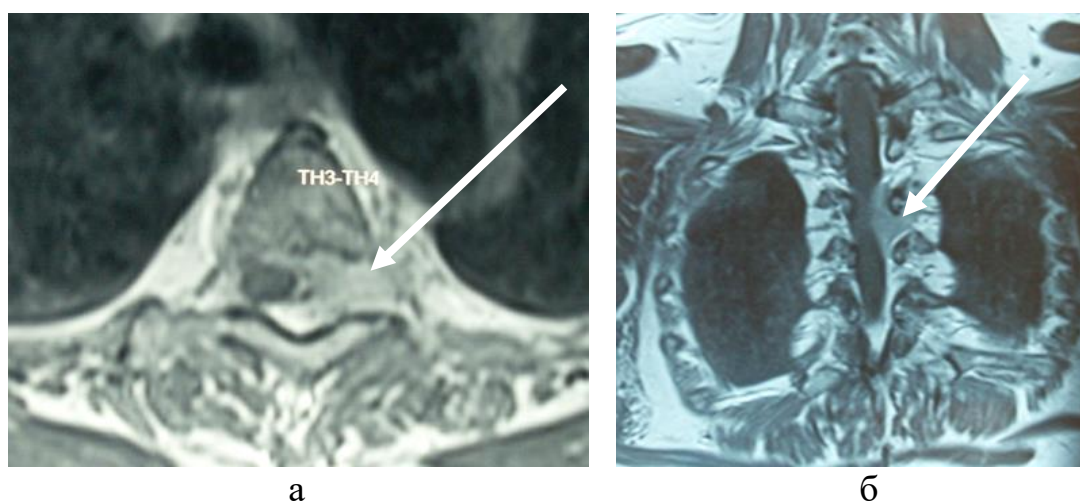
МР-томограммы (Т1 ВИ с контрастным усилением) пациентки с менингиомой на уровне Th3-Th4 позвонков (истории болезни № 29833/2013 и 31277/2013) перед операцией в аксиальной (а) и фронтальной (б) проекциях. Определяется объемное образование (менингиома, указана стрелкой) на уровне Th3-Th4 позвонков, распространяющееся в межпозвонковое отверстие
